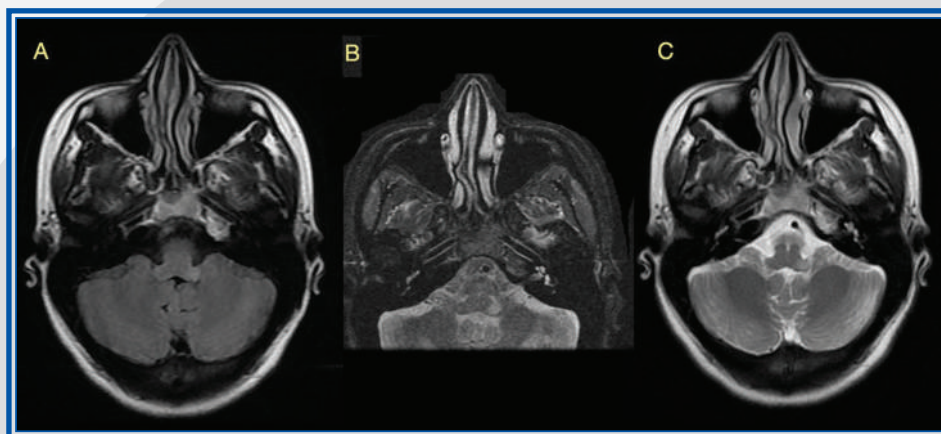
Capítulo 11. Lesión desmielinizante hiperintensa en FLAIR (A) y T2 (B), en el pedúnculo cerebeloso inferior izquierdo.
